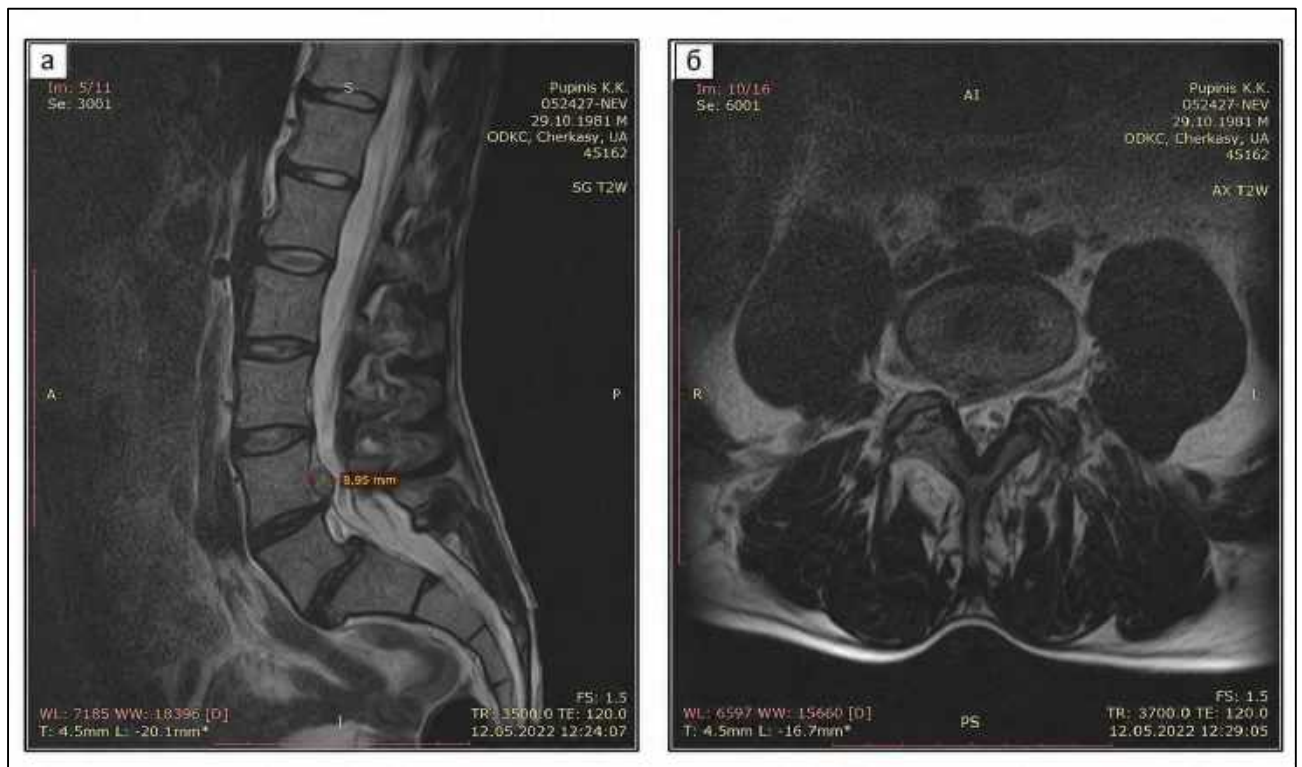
Приклад доопераційної магнітно-резонансної томографії попереково-крижового відділу хребта з грижею міжхребцевого диска на рівні L4–L5: а — сагітальна проєкція; б — аксіальна проєкція.
